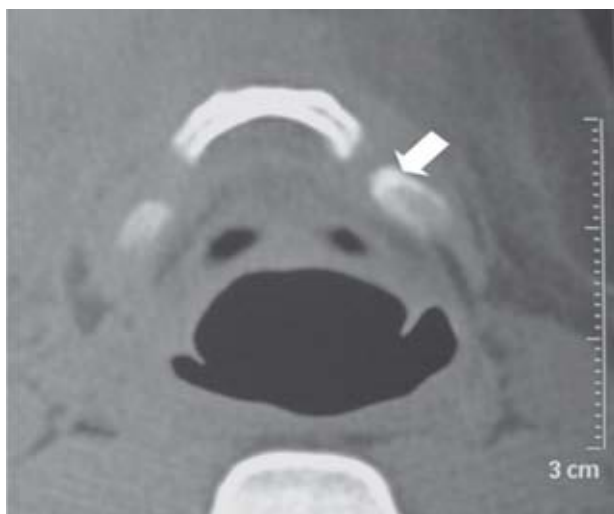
Tomografía computada, corte axial, donde se aprecia trazo de fractura desplazada en cuerpo del hioides.
